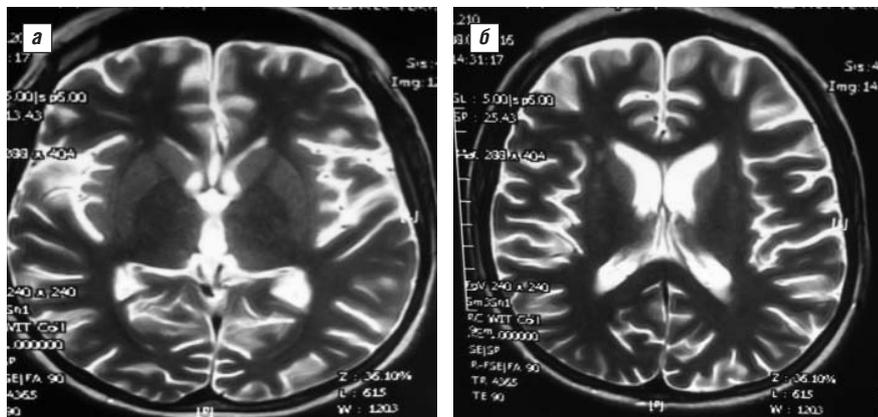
МРТ головного мозга больной А. а – расширение III желудочка до 7 мм. Субарахноидальное пространство умеренно расширено. Сильвиевы и кортикальные борозды углублены, умеренно расширены с признаками субатрофии извилин; б – в перивентрикулярных отделах очаги глиоза до 3–5 мм
